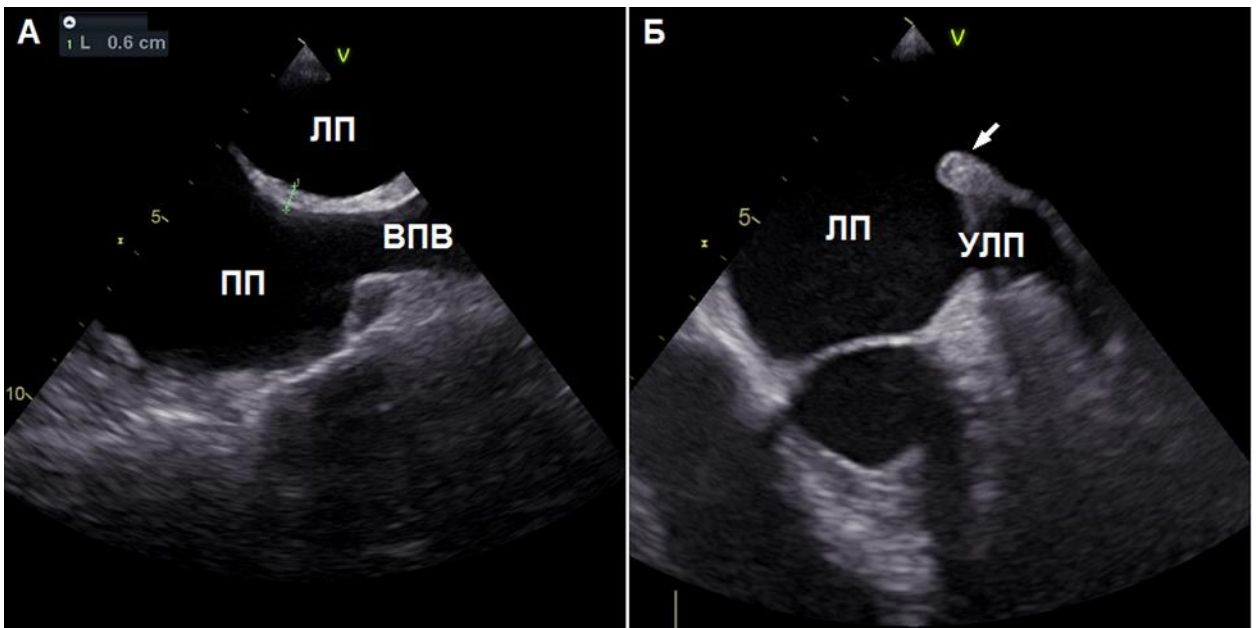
Чреспищеводное эхокардиографическое исследование:
